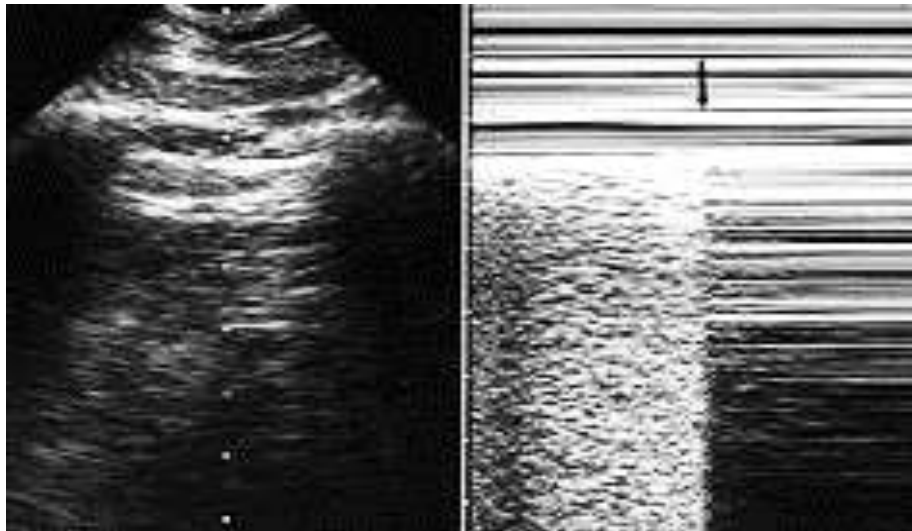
Imagem do pulso pulmonar. Como nas áreas de atelectasia existe colapso alveolar, não notamos movimentação (ausência de insuflação) naquela área, porém os batimentos cardíacos são transmitidos por contiguidade, causando um “tremor” rítmico, na mesma frequência do pulso do paciente, que pode ser visualizado mais facilmente ativando o modo M do aparelho. Adaptado de Liechtenstein D. A. Whole body ultrasonography in the critical ill, Springer 2010.
